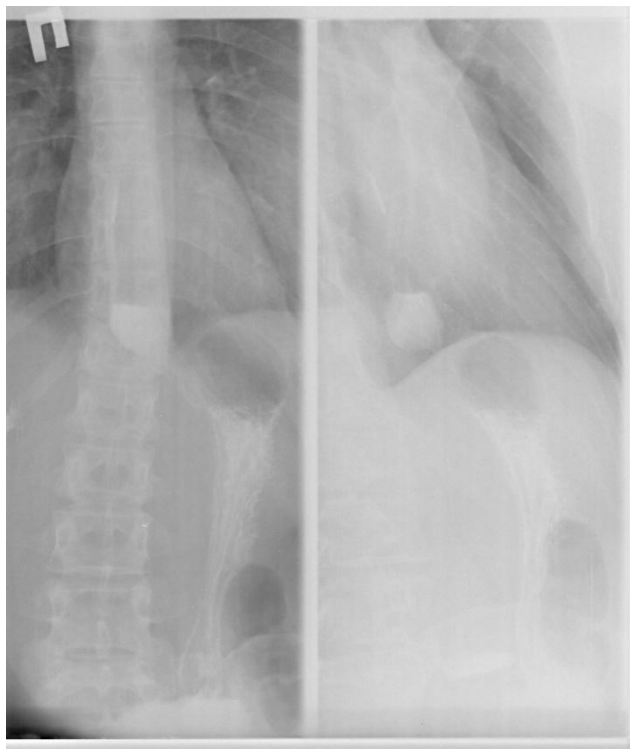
Рентгенограмма 3
